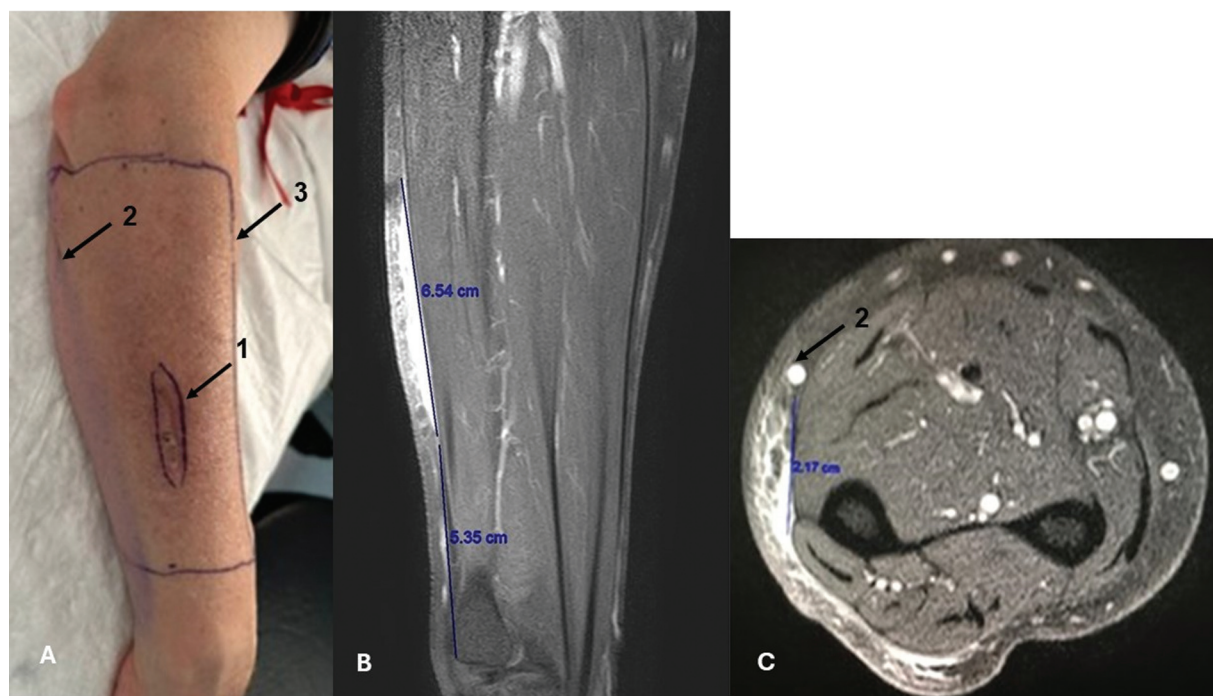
Corresponde al paciente N°1: A: Imagen del antebrazo. Marcamos como 1 la cicatriz de la biopsia excisional que mostró márgenes contaminados en el estudio de AP. Está situada sobre el músculo extensor cubital del carpo. En proximidad se marca la relación con la vena Basílica² y con el número 3 se indican los márgenes de resección ampliada medidos con RM, con 1,5 cm de seguridad. B: Imagen sagital de RM, donde se aprecia la imagen tumoral hiperintensa plana situada a 5,35 cm del borde distal del cúbito (en este plano) y con una extensión de 6,54 cm. Los límites referidos por las imágenes de RM son fundamentales para la planificación de los márgenes quirúrgicos. C: Imagen axial del antebrazo en un corte situado en 1/3 medio de antebrazo donde podemos apreciar remanente de la lesión sólida en la fascia de la vertiente dorsal y cubital del antebrazo izquierdo con infiltración del tejido celular subcutáneo y dermis y su proximidad a la vena Basílica.² La lesión no sobrepasa la fascia superficial del antebrazo y no invade los grupos musculares.
